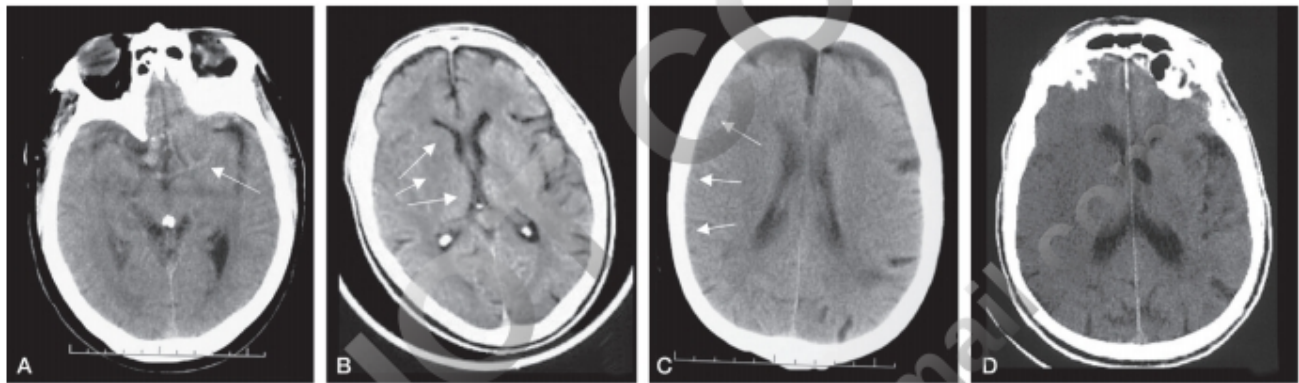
Signos precoces de isquemia en la TC cerebral. A. Signo de la arteria cerebral media hiperdensa. B. Oscurecimiento de los núcleos de la base. C. Borrado de los surcos periféricos. D. Efecto expansivo.
